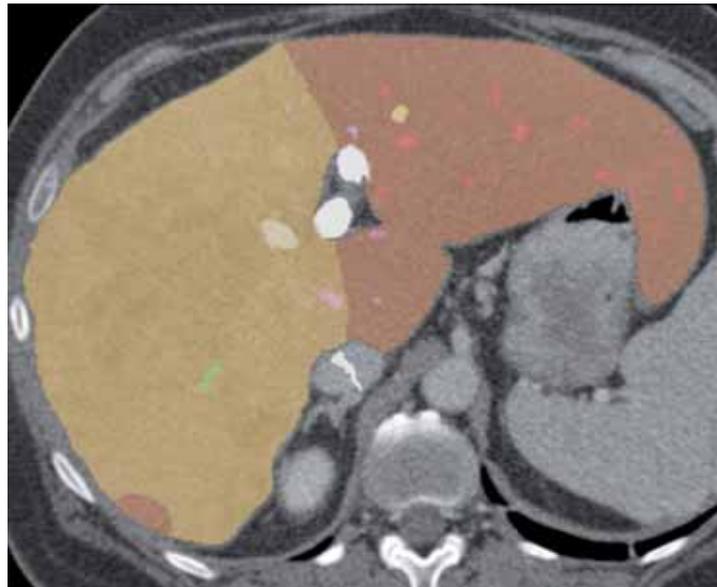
Computertomographieschicht des Abdomens. Die Leber (braun), der Tumor (ocker) und die Venen (weiß, gelb, rot, grün, lila, beige) sind hervorgehoben. Die farbigen Überlagerungen helfen den Lernenden bei der Identifizierung anatomischer Strukturen.
